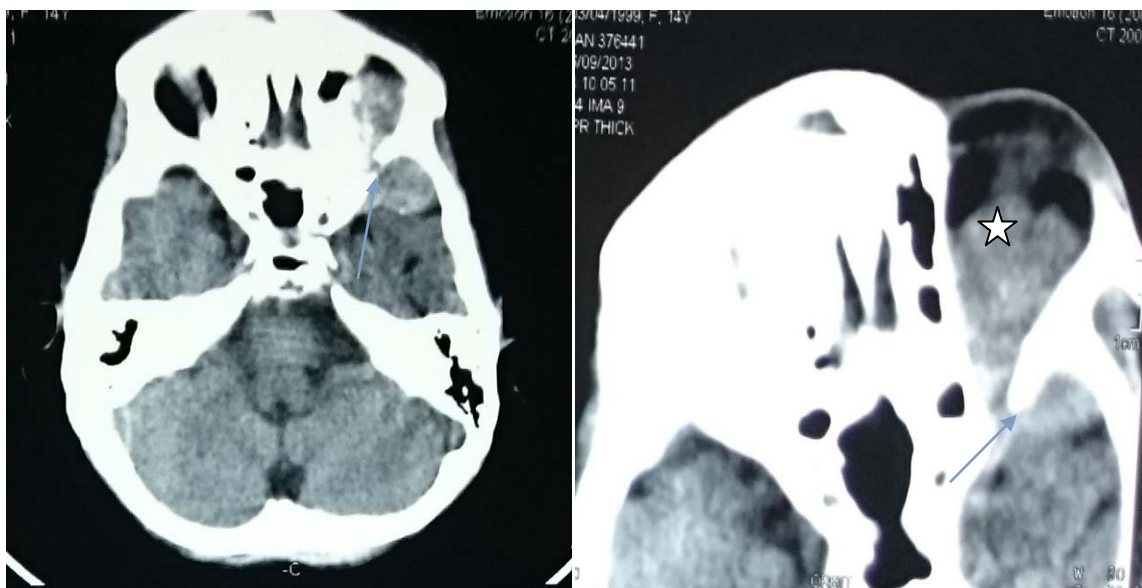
TDM cérébrale : métastases au niveau de l'os sphénoïdal gauche (flèche) avec extension endo-orbitaire (étoile) responsable d'une exophtalmie grade II et endocrânienne du lobe temporal gauche dans le cadre 'un sarcome d'ewing de l'os iliaque droit
